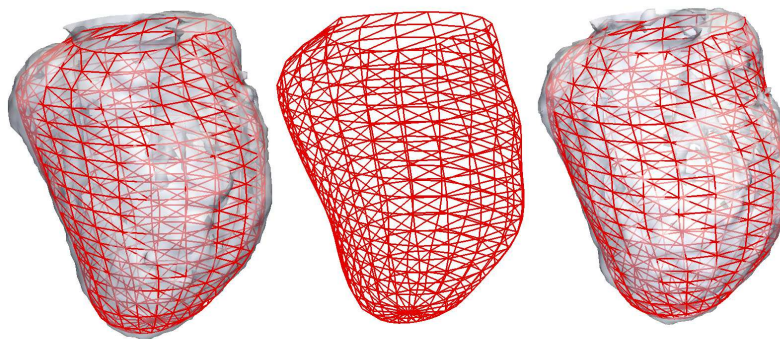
À gauche : surface $\mathcal{S}_{CT}^*(t_0)$ et maillage du modèle spécifique patient en t_0 . Au centre : maillage du modèle spécifique patient en $t \in [t_0, t_1]$ (interpolation temporelle par courbes de Bézier). À droite : surface $\mathcal{S}_{CT}^*(t_1)$ et maillage du modèle spécifique patient en t_1 .
